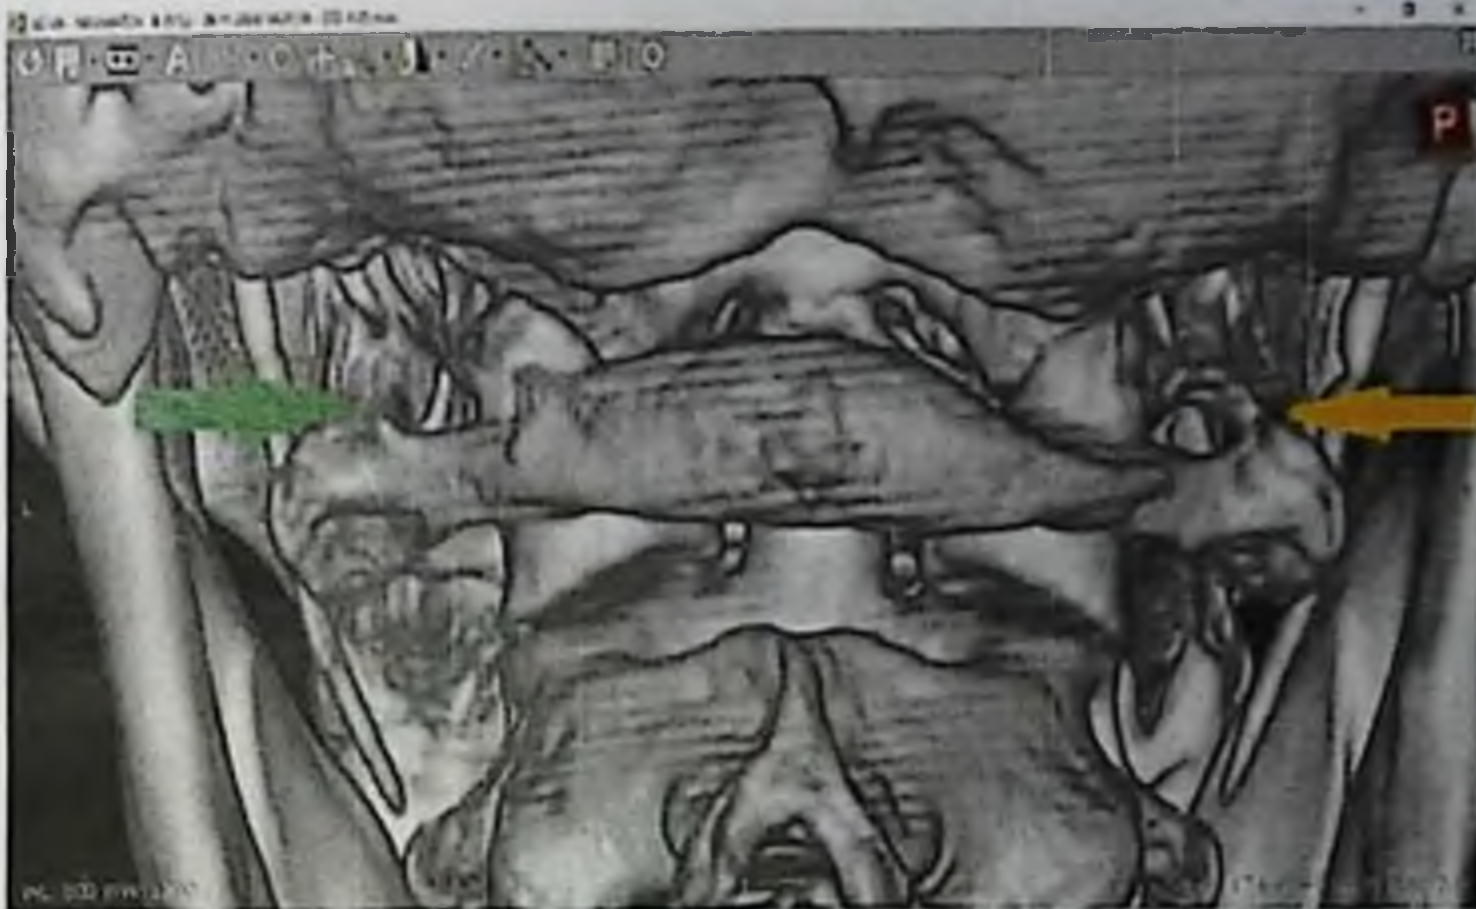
Пациент Н., 57 лет. МСКТ. Краниовертебральный отдел. 3D реконструкция. Замкнутое латеральное костное кольцо атланта справа (жёлтая стрелка), незамкнутое – слева (зелёная стрелка).
